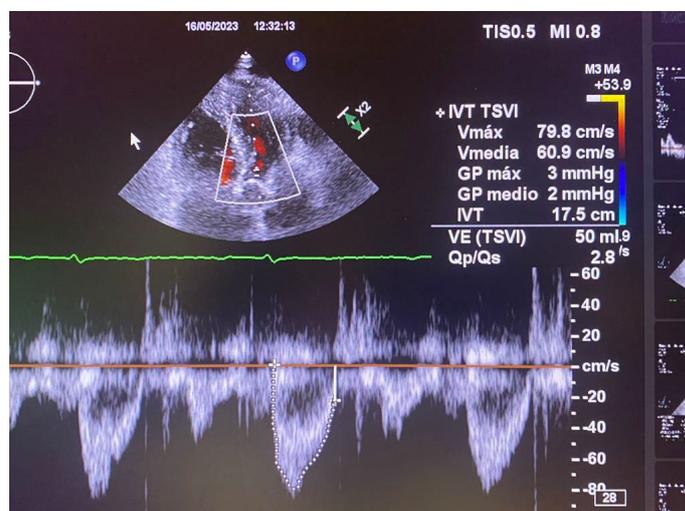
ecocardiografía realizada en consulta reglada de cardiología
